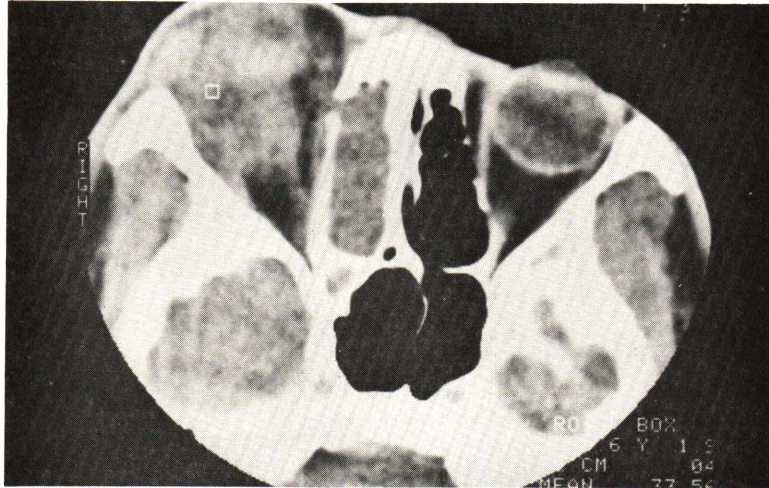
Abscess. Axial CT scan of 28 year-old male with 10 day history of exophthalmos of the right eye showed irregularly enhanced mass with irregular border extended from a mass in the right ethmoid sinus through the destructed medial wall of the orbit.
